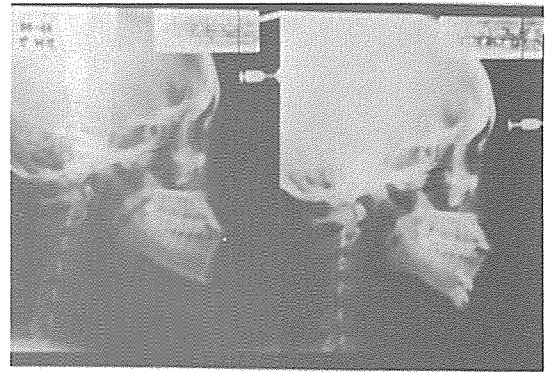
증례 II, 술전후 두부방사선 규격사진
